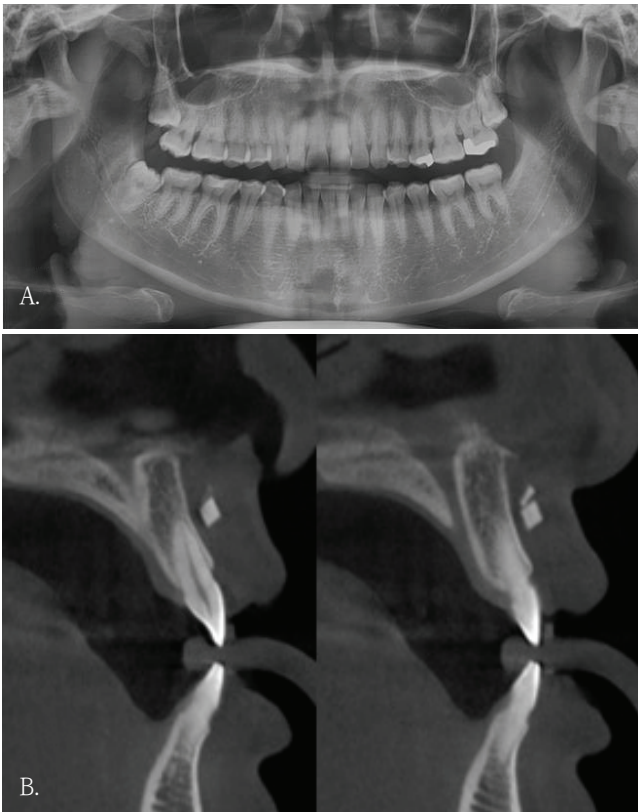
Panoramic radiograph shows no definite abnormality in the maxillary anterior region. B. Cross-sectional cone-beam computed tomographic image of the maxillary anterior alveolar region demonstrates a small block-shaped radiopaque foreign body in the labial soft tissue, without intraosseous involvement.
